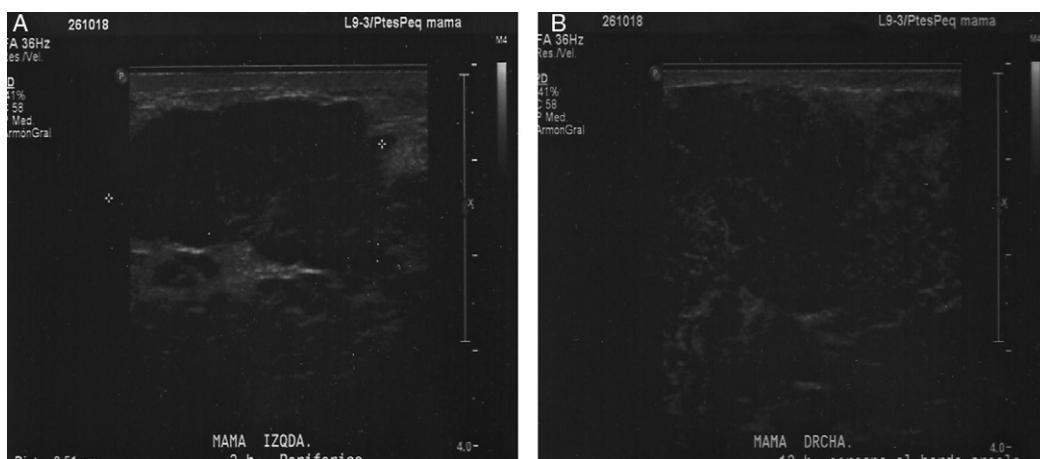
(A y B)Ecografía mamaria semana 27.
